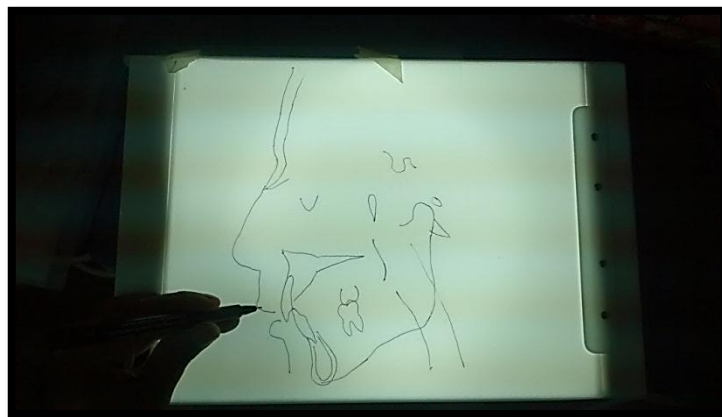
Trazado de estructuras anatómicas de la radiografía lateral del cráneo para el análisis de Ricketts.
